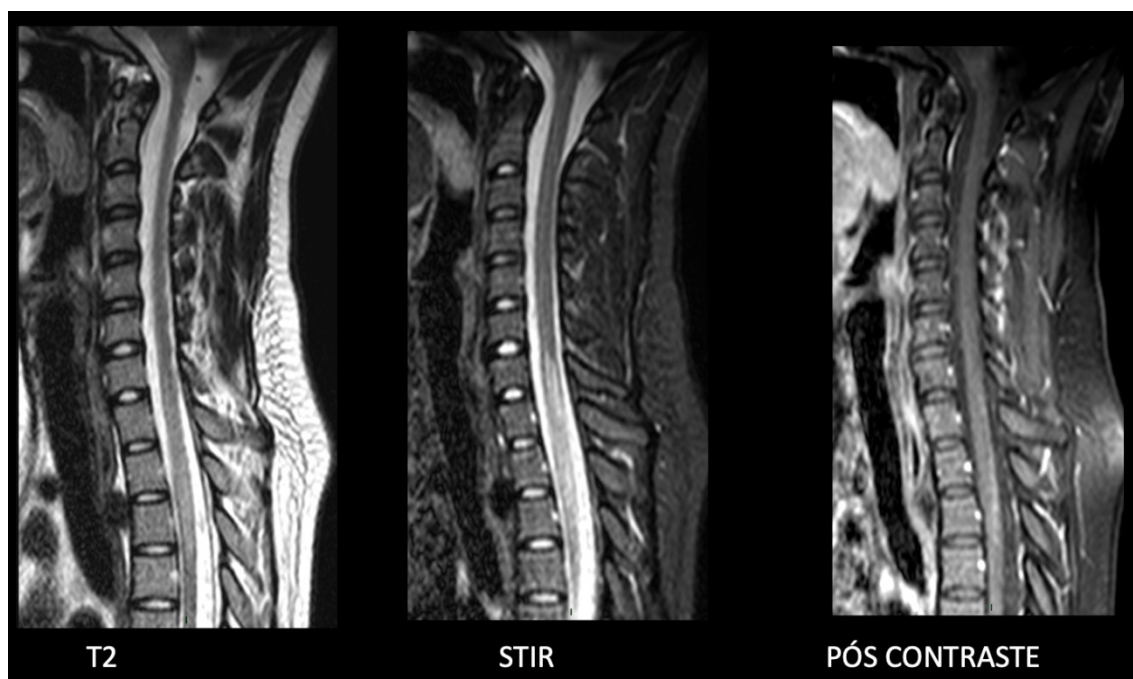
RM da coluna cervical e torácica mostrando regressão das lesões da coluna cervical ao nível C6, sem realce ao agente paramagnético.
